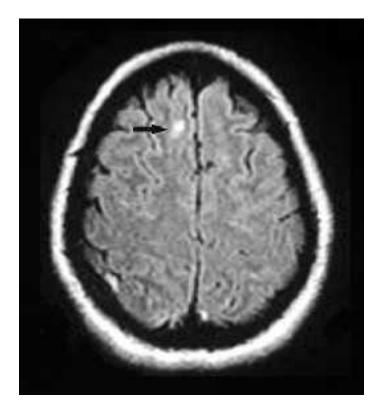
IRM mostrando hemorragia peteguial subcortical por lesión axonal difusa.
